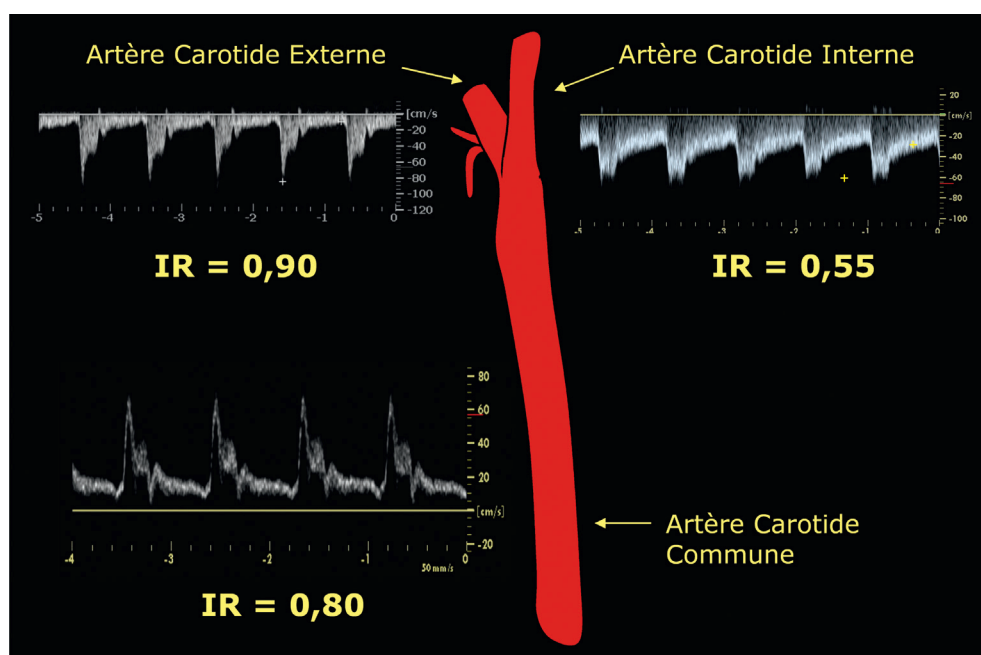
Chez un sujet sain, l'artère carotide interne présente un tracé Doppler caractérisé par un indice de résistance bas, tandis que l'indice de résistance est élevé sur la carotide externe, et intermédiaire sur la carotide commune.
